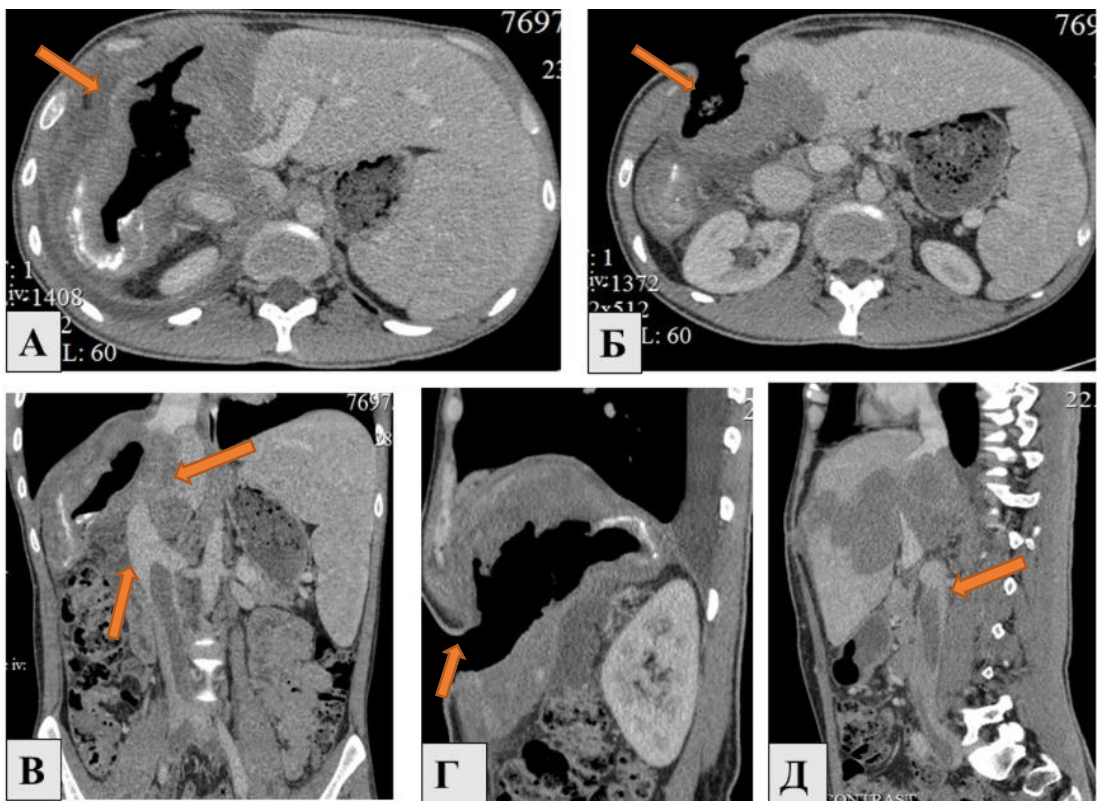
МСК-томограммы альвеококкоза печени с полостью распада:
